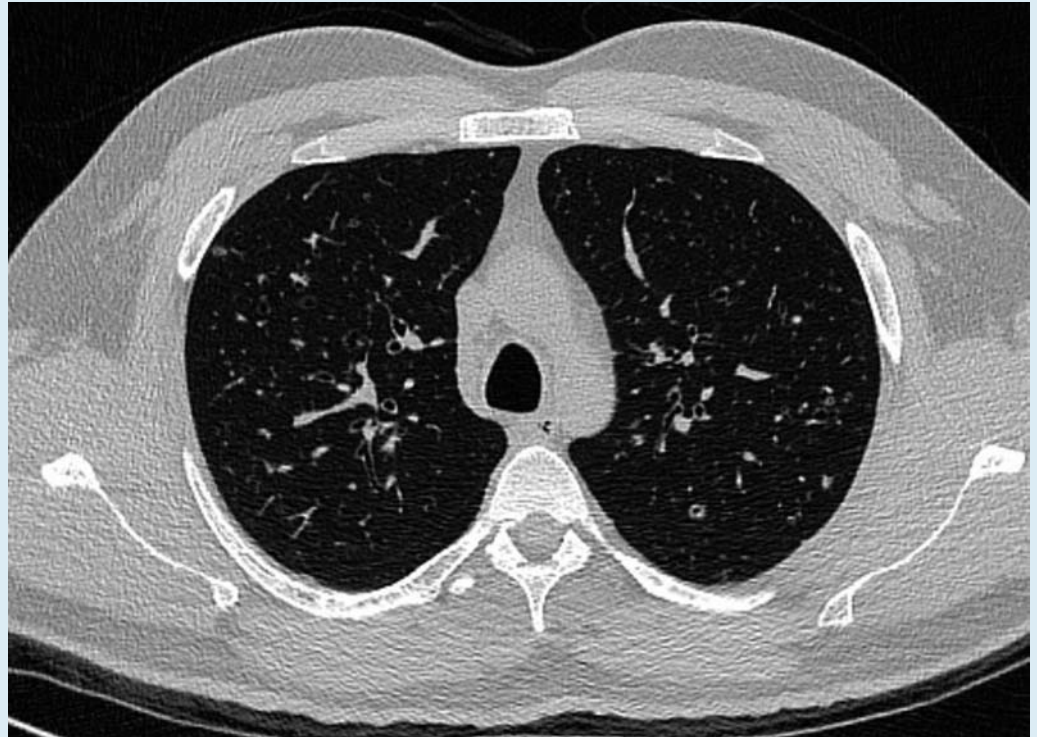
Welche Diagnose stellen Sie? (Bild zur Verfügung gestellt vom Institut für Röntgendiagnostik des Otto-Wagner-Spitals, Wien.)
